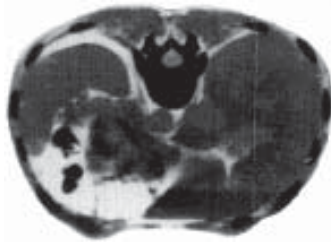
Серія комп'ютерних томограм печінки. Множинні метастази при пухлині товстого кишечника.
